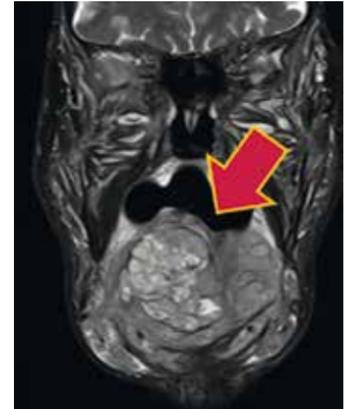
RM seqüência ponderada em T2 no plano coronal denota aspecto heterogêneo da lesão irregular, com cistos e áreas necróticas de permeio.
